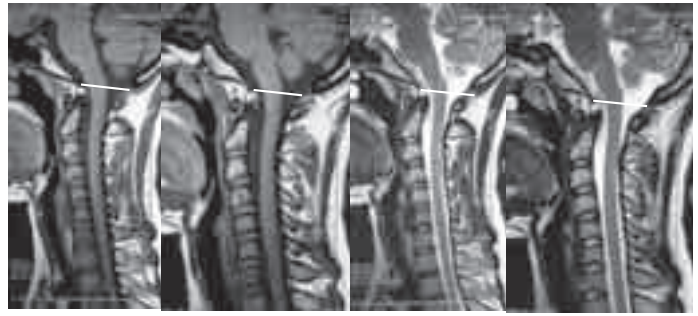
脊髓空洞症と Chiari I型奇形のMRI
